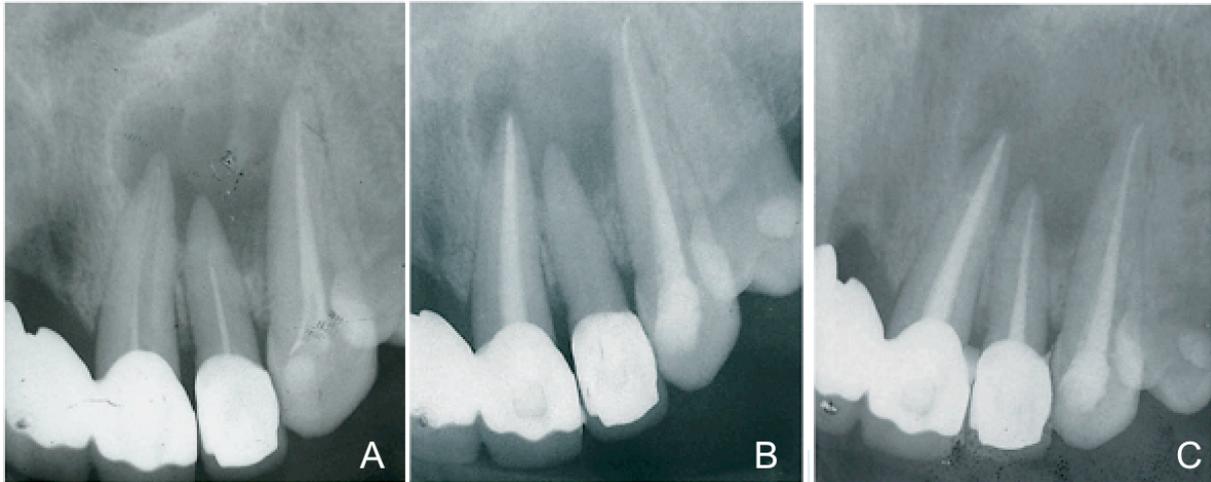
Radiographies rétro-alvéolaires (A) Lésion apicale radioclaire étendue aux apex des dents 21, 22 et 23 dont les traitements canalaires sont défectueux. (B) Après obturation des 21 et 23 ; le suintement persistant sur la 22 empêche son obturation et nécessite une médication en inter séance. (C) Après assèchement et obturation de la 22 [15].
